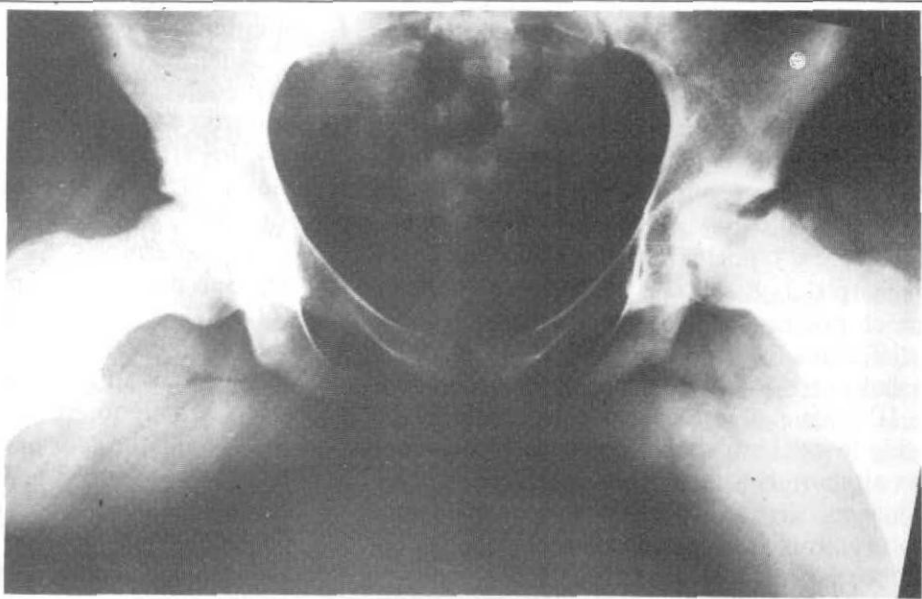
Radiografía de cadera de la paciente 7. Se observa necrosis aséptica bilateral de cabezas femorales, mayor alteración en cadera derecha.
